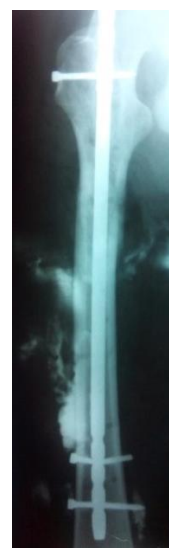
Рентгенограми хворого М.
